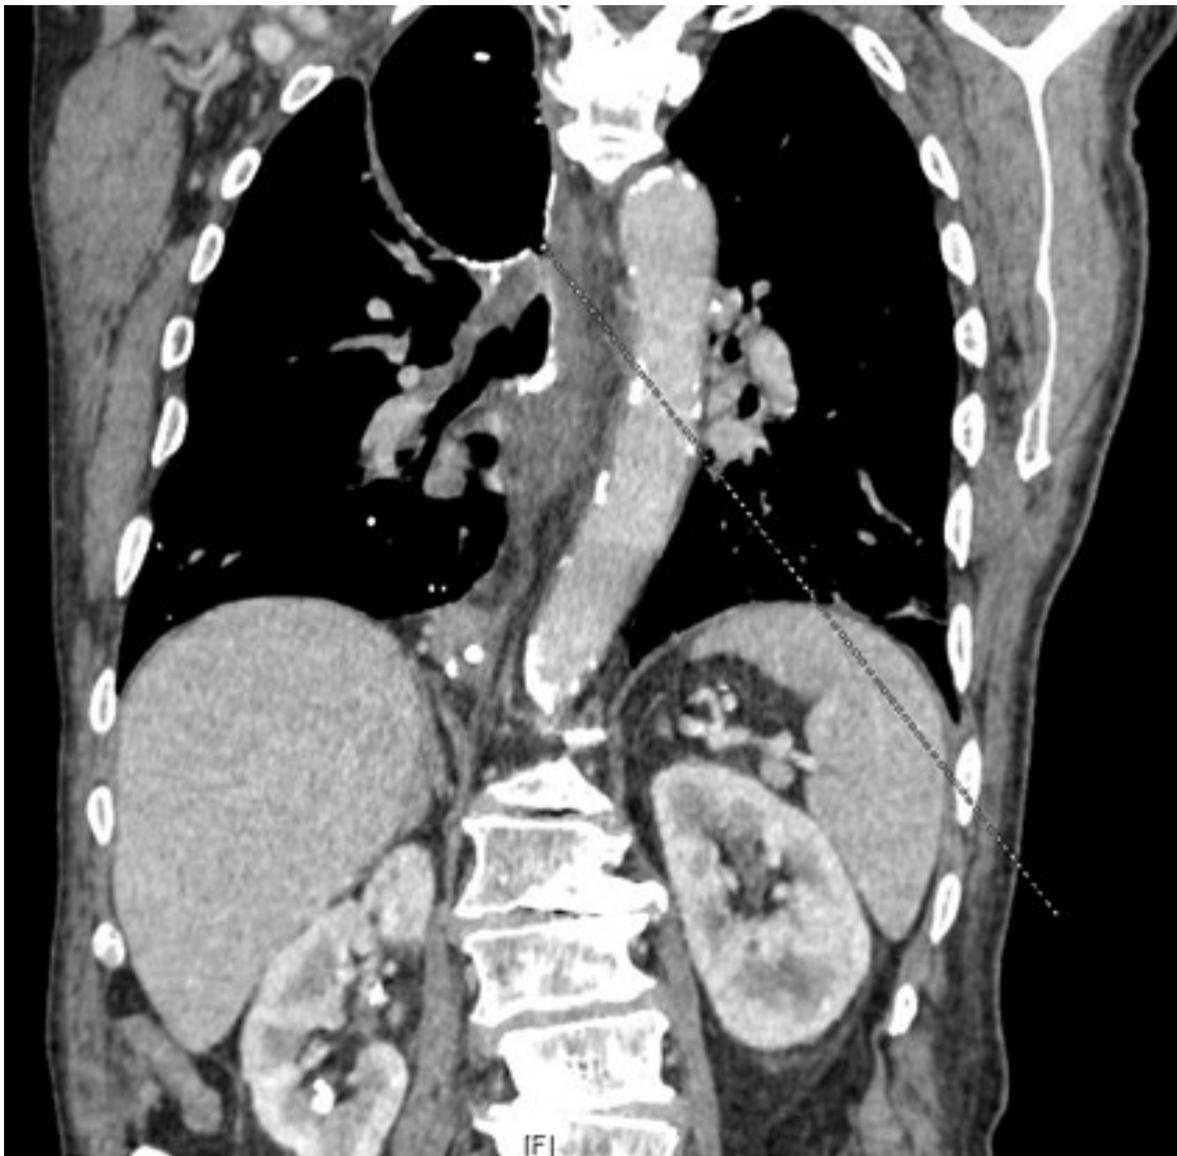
imagen de tomografía computarizada (TC) donde se objetiva un trayecto fistuloso de aproximadamente 4 centímetros con origen en cara anteromedial de la plastia gástrica y posterior orientación descendente mediastínica estableciendo comunicación posterior a nivel del tercio proximal del bronquio principal derecho.
